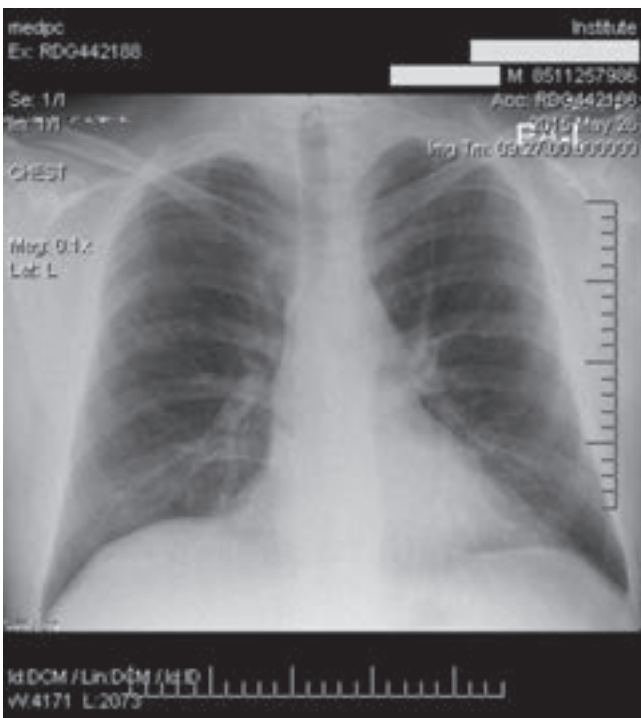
X-ray examination of the chest
